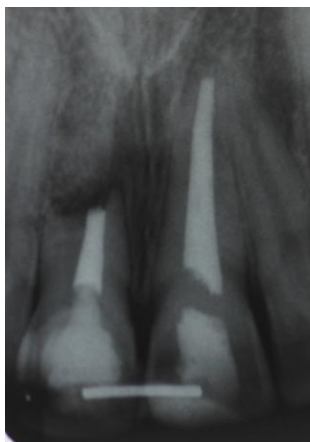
Radiografia periapical inicial. 20/03/12
